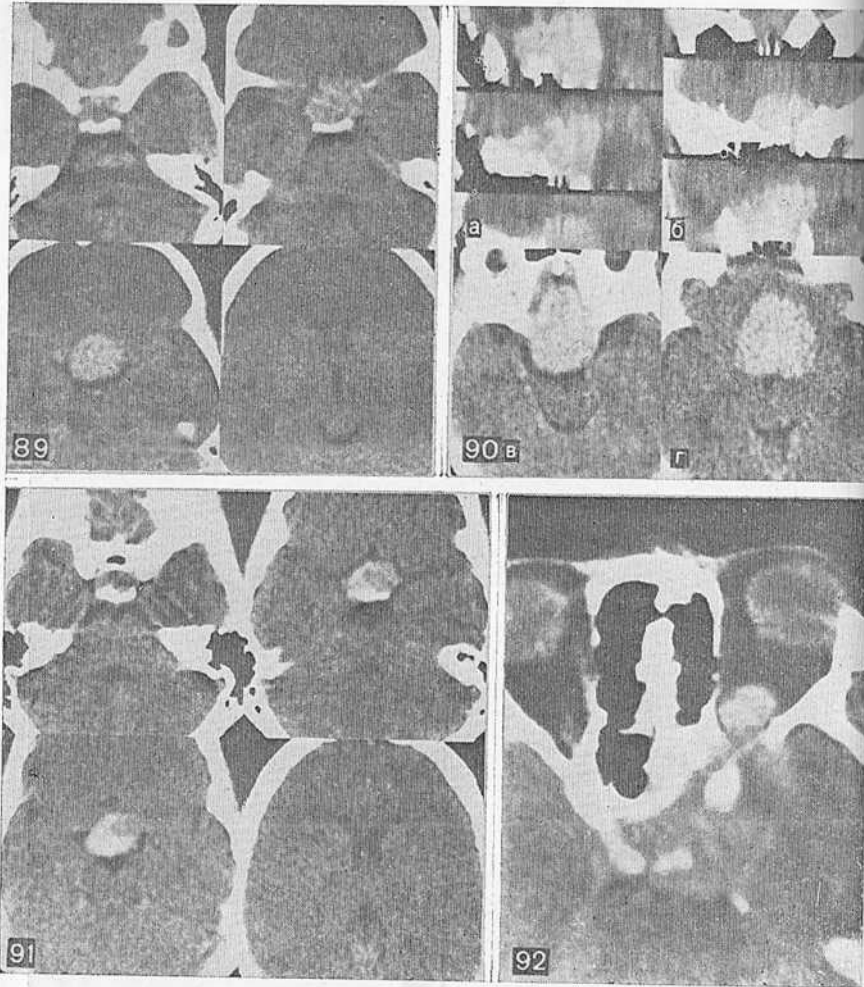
Серия КТ при менингиоме бугорка турецкого седла.
